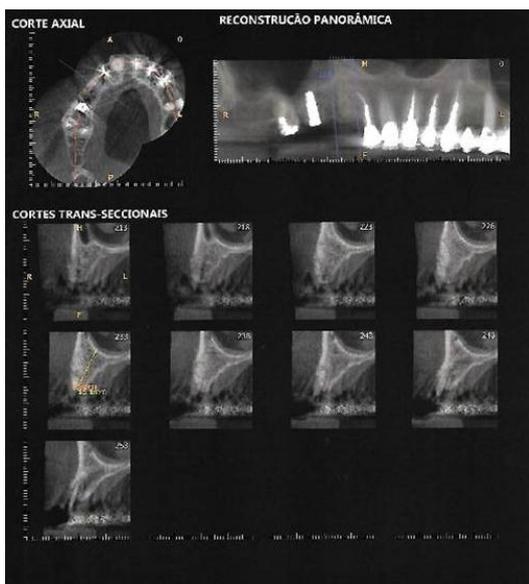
Tomografia computadorizada Cone Beam, antes de posicionar implante.
